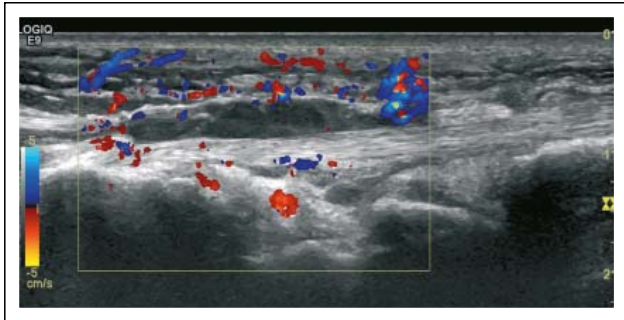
Kerschbaumer A, et al. Ultraschall Längsschnitt (Handgelenk dorsal) – subkutanes Ödem, deutlich erhöhtes Farbdopplersignal, echoarmer/freier Erguss im Sehnenfach bei intakter Sehne.
